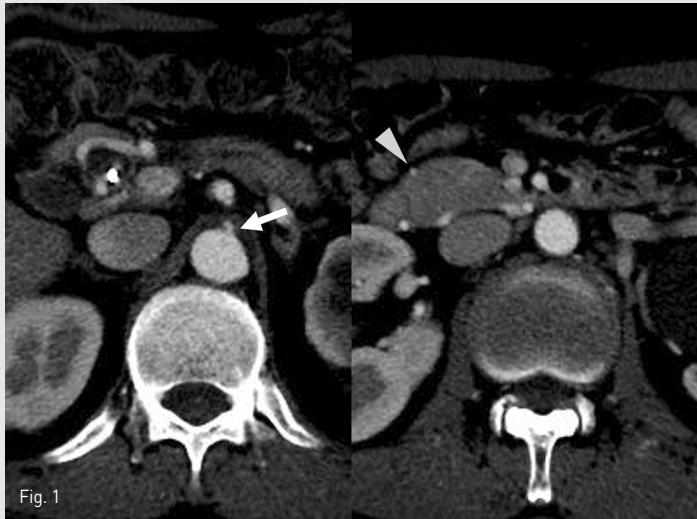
CT images showed celiac artery stenosis (arrow) and hypertrophied pancreaticoduodenal arcade (arrowhead).
